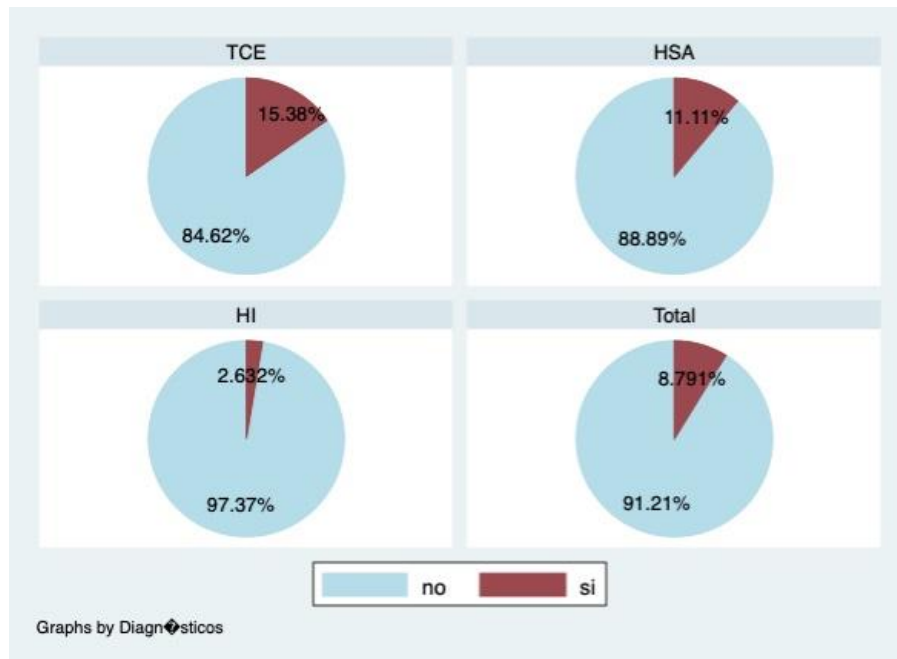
Patología y Síndrome Terson por Ecografía ocular
